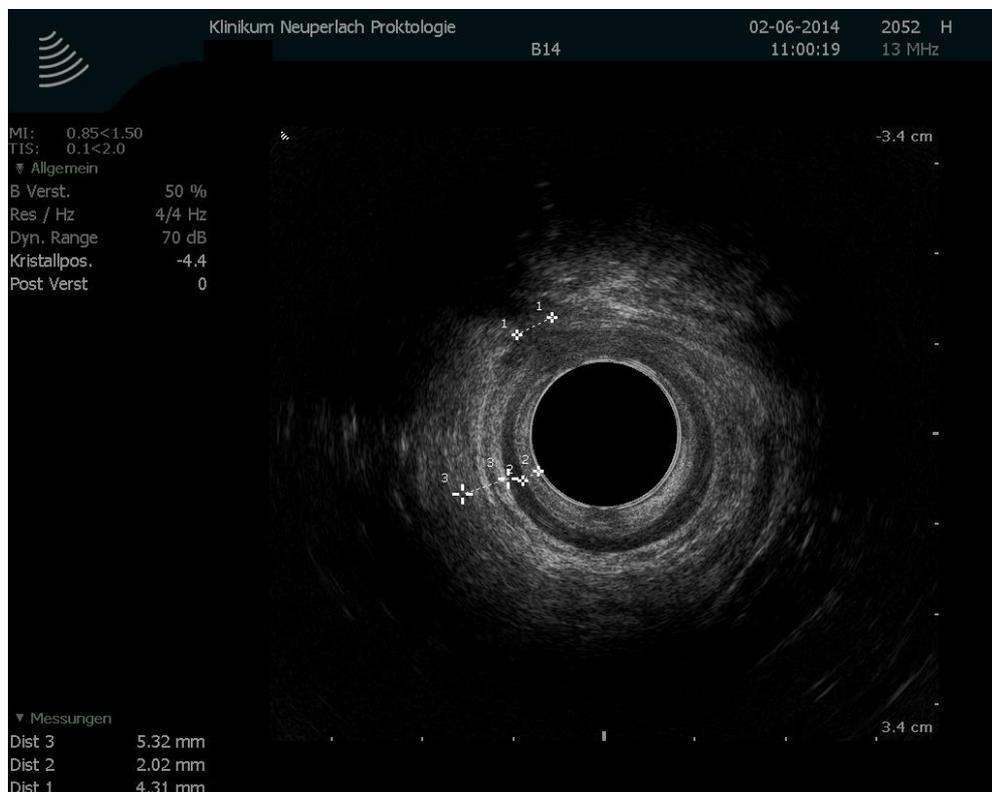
Messungsergebnisse Endosonographie
